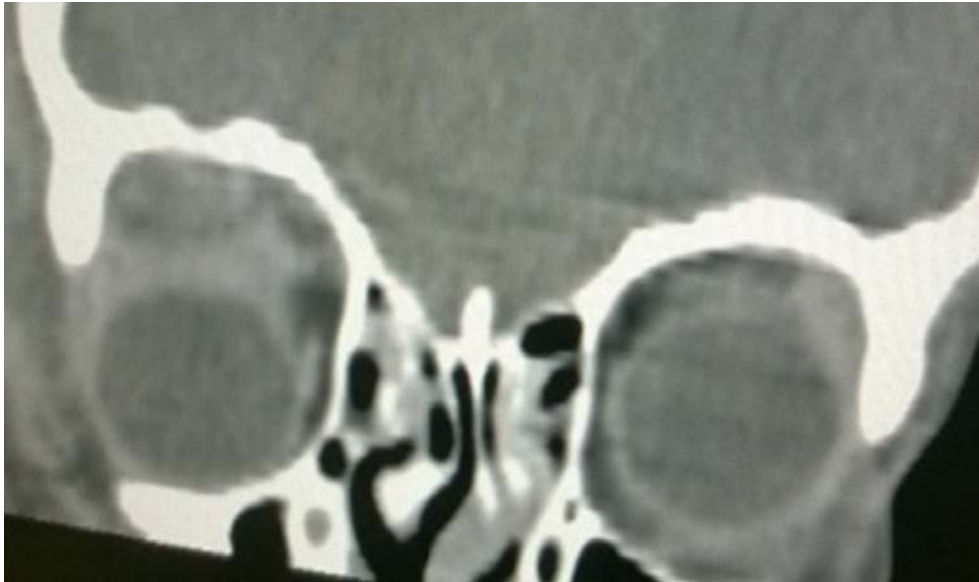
TDM orbitaire en coupe frontale montrant un abcès sous-périosté supérieur secondaire a une ethmoidite, responsable d'un refoulement du globe vers bas.
